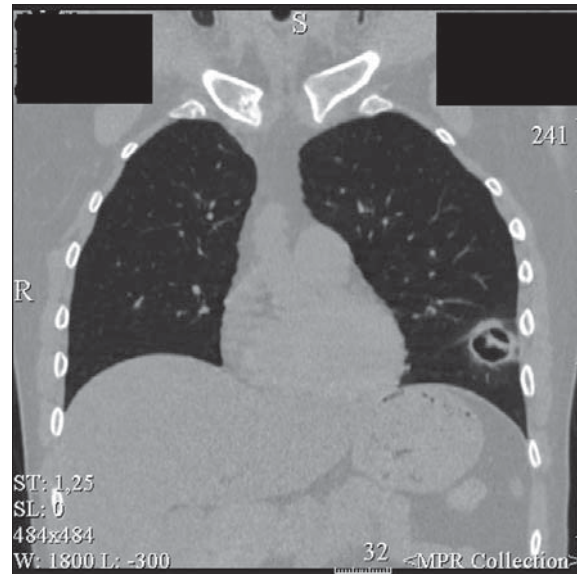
Secțiune computer-tomografică a plămânilor unui pacient cu aspergiloză probabil invazivă.
